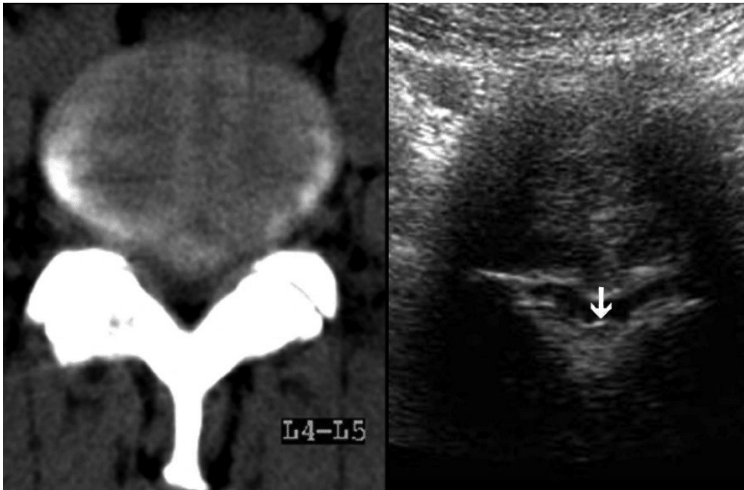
Аксиальное сечение. Компьютерная томография и ультразвуковое исследование при тяжелом стенозе поясничного отдела позвоночного канала на уровне L4–L5, обусловленного большой медианной грыжей. Ультразвуковое исследование визуализирует гипертрофированную желтую связку (стрелка)
